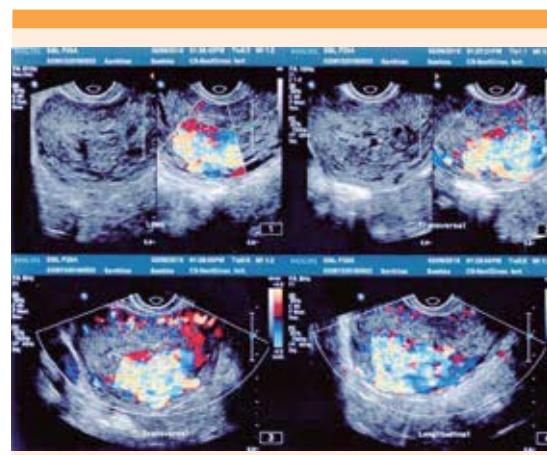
Ultrasonido Doppler sugerente de fistula arteriovenosa uterina (“imagen en ovillo”).
